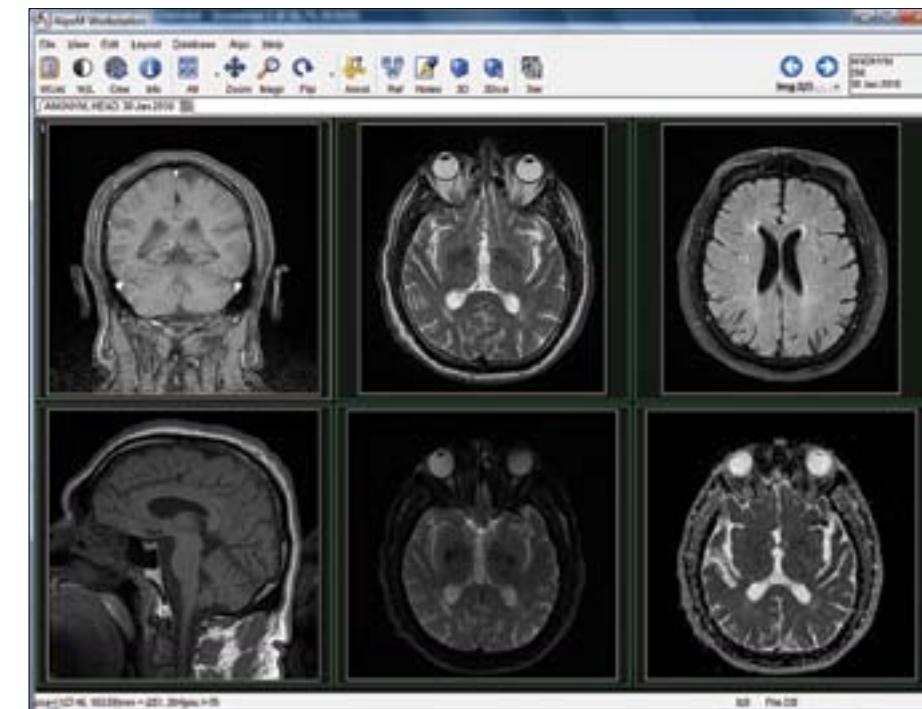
Пример удаленной консультации по Интернету данных МР-томографии с использованием программы AlgOM
